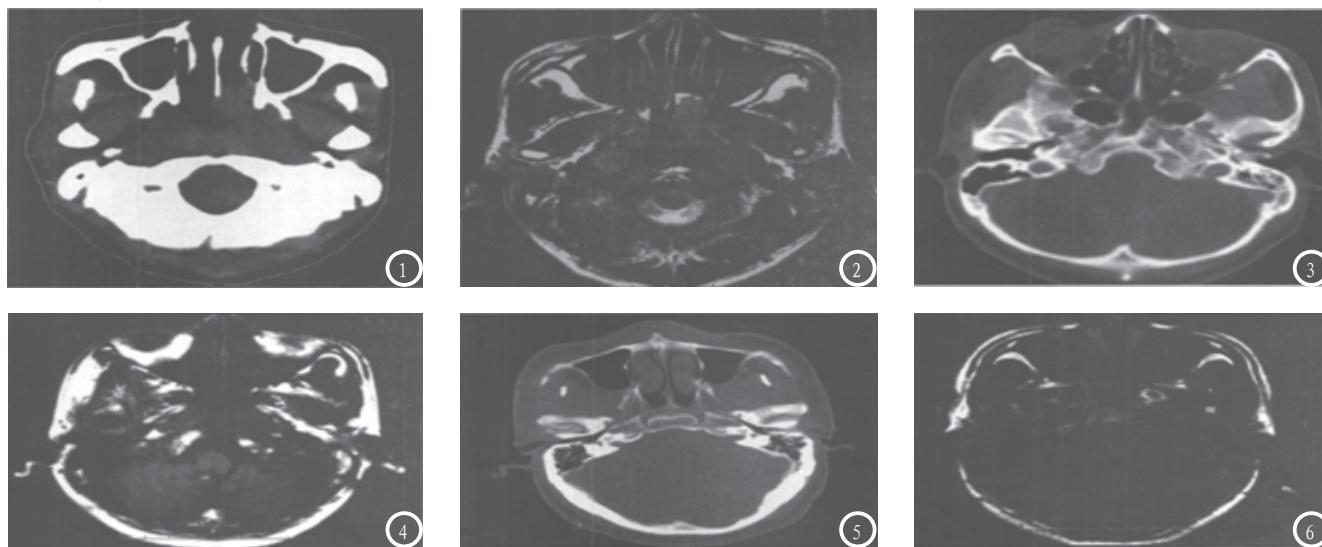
2 为同一患者。图1 CT上无法分辨原发肿瘤、咽后淋巴结和头长肌。图2 MRI T2WI可清晰地显示原发肿瘤、咽后淋巴结和头长肌。图3、4 为同一患者。图3 CT提示颅底骨质未见明显破坏。图4 MRI T1WI提示斜坡骨质破坏。图5、6 为同一患者。图5 CT提示颅底骨质未见明显破坏。图6 MRI T1WI提示左岩尖骨质破坏。
